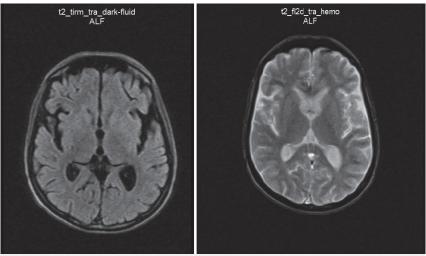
Resonancia magnética cerebral simple. Se muestran imágenes axiales en T1 (izquierda) y T2 (derecha). Hay importantes cambios atróficos para la edad del paciente. No se aprecian alteraciones en la intensidad de señal ni en las imágenes potenciadas en T2 ni en las potenciadas en T2; la línea media se encuentra conservada, no hay lesiones intra o extra-axiales ocupantes de espacio.
